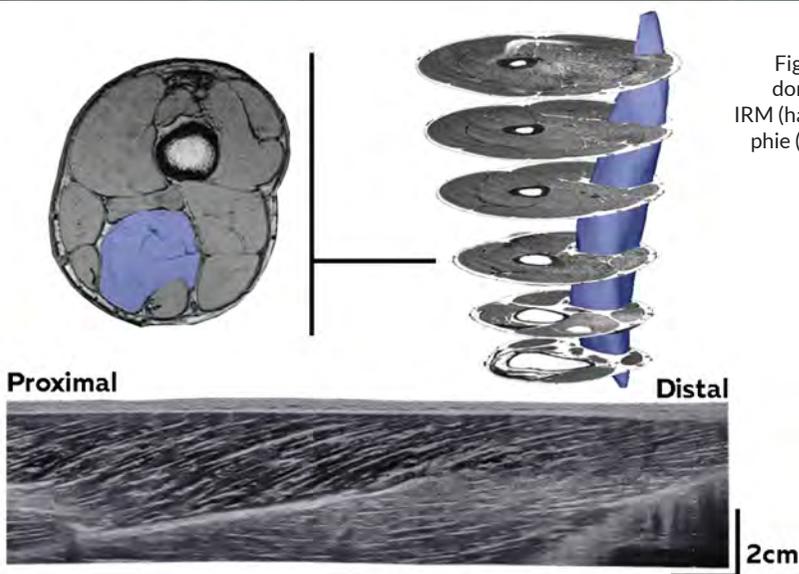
Exemple de données obtenues par IRM (haut) et par échographie (bas) pour le muscle semi-membraneux.
